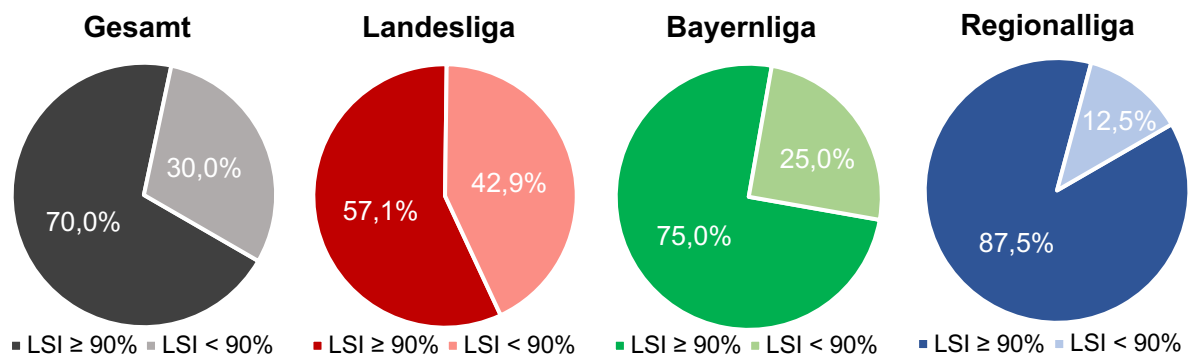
Erfüllung des RTP-Kriteriums des 1BT: LSI (Balance)
